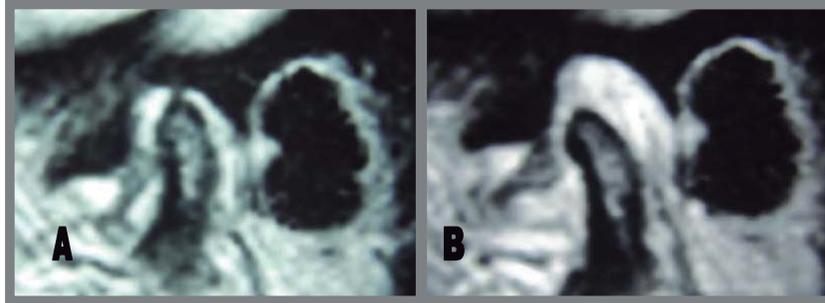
RM. Anquilosis fibrosa del tipo cóndilo–disco. A) Boca cerrada, el disco permanece por delante del cóndilo. B) Máxima apertura, el disco no se mueve del cóndilo.
